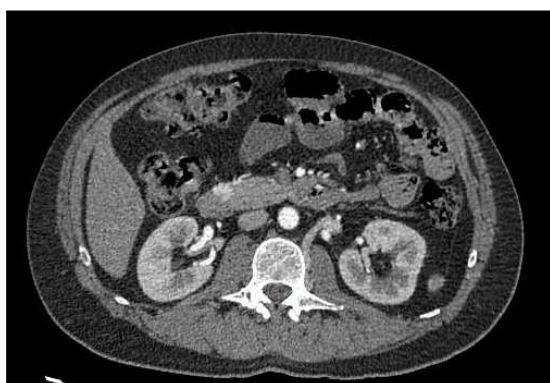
TC Páncreas: fase arterial
